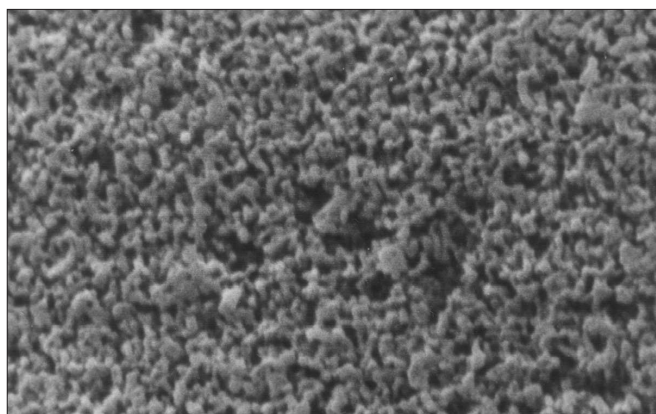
Результаты световой микроскопии сорбентов для ЛНП-афереза, пригодных для перфузии цельной крови.
